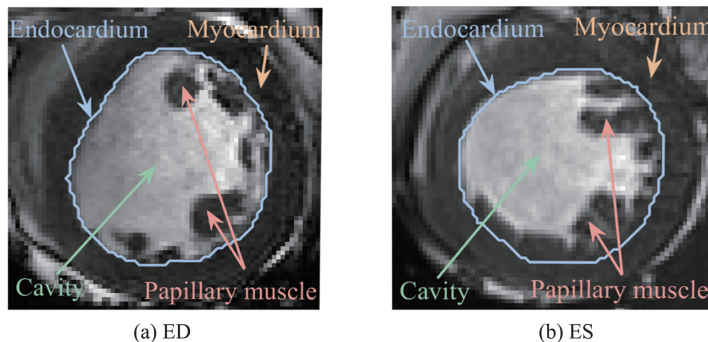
短轴 MRI 在 ED 和 ES 阶段典型示例
